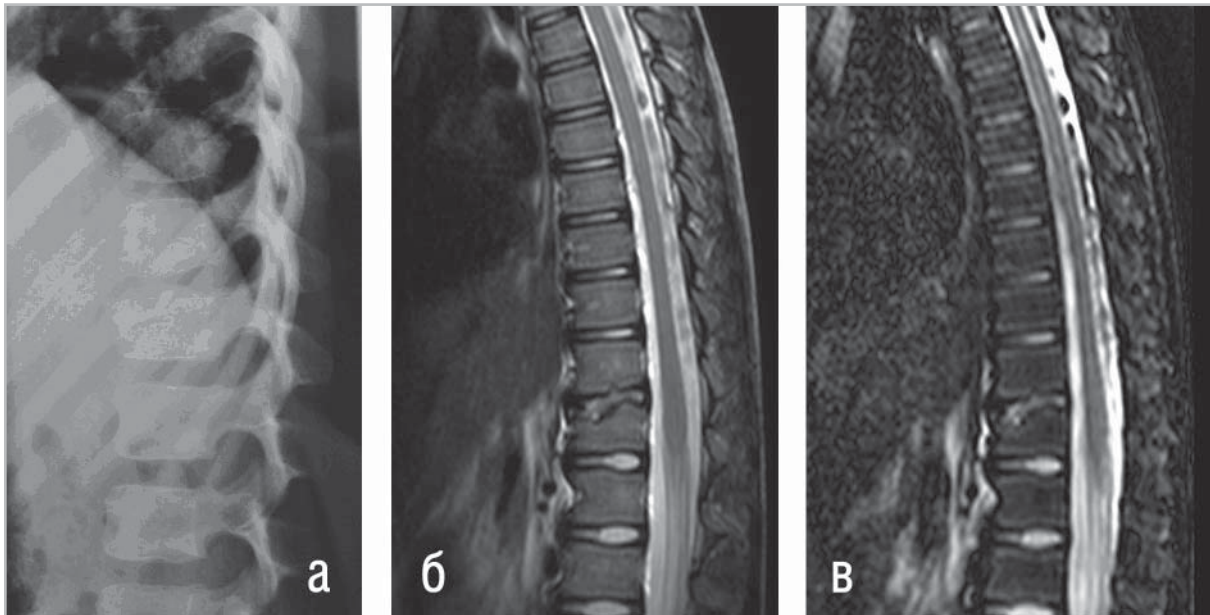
«Старый» (последствием неустановленного перелома) компрессионный перелом Th12. Рентгенограмма, боковая проекция (а), МРТ сагиттальная проекция T2ВИ SE (б) и STIR (в).
